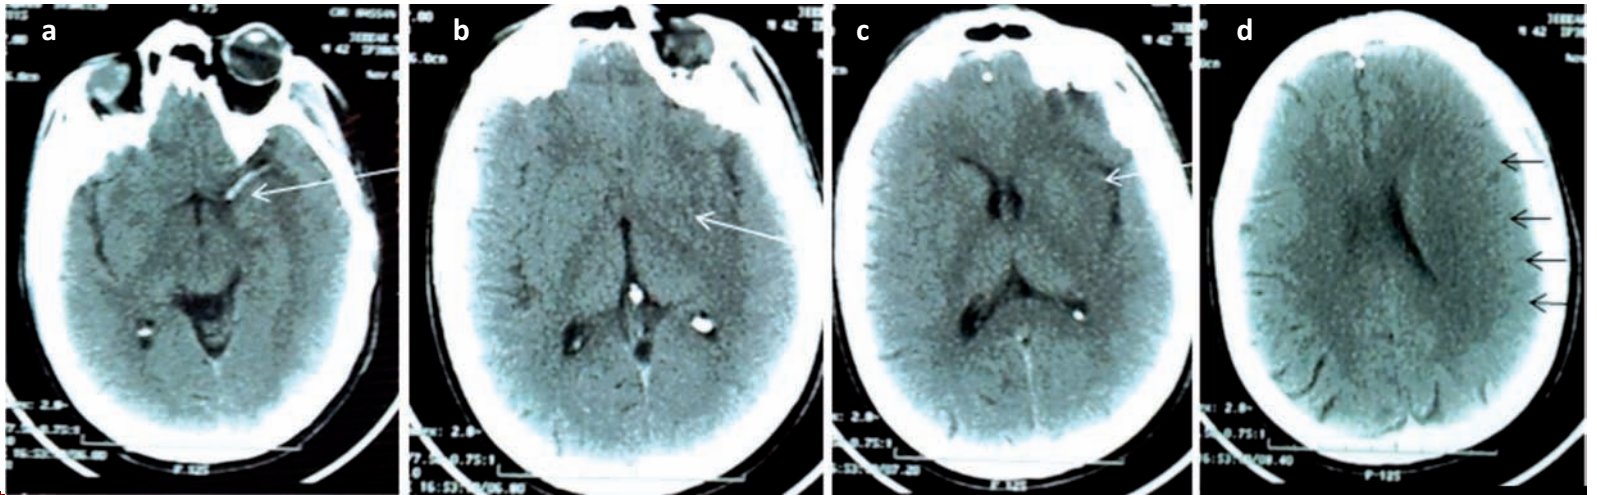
TDM cérébrales sans injection réalisées à H3, montrant (a) un aspect spontanément hyperdense de l'artère sylvienne gauche ; (b) un effacement du noyau lenticulaire gauche ; (c) un effacement du ruban insulaire, (d) un effacement des sillons corticaux du côté gauche
